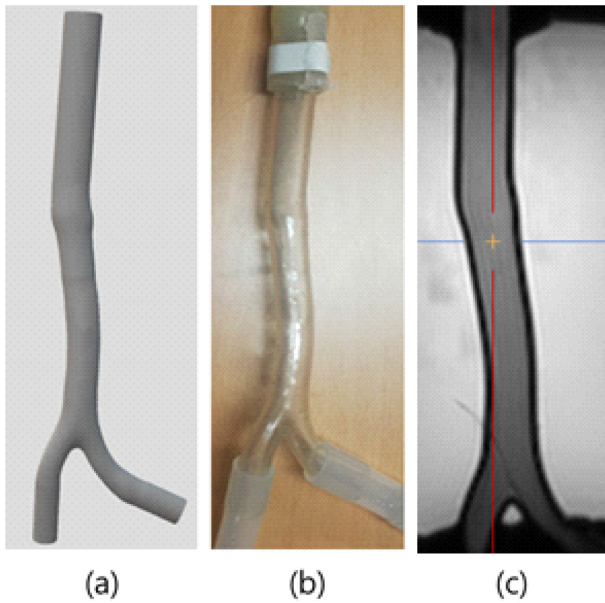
복부 대동맥 팬텀. (a) 3D 모델링 (b) 3D 프린팅 (c) 4D PC MRI 영상
